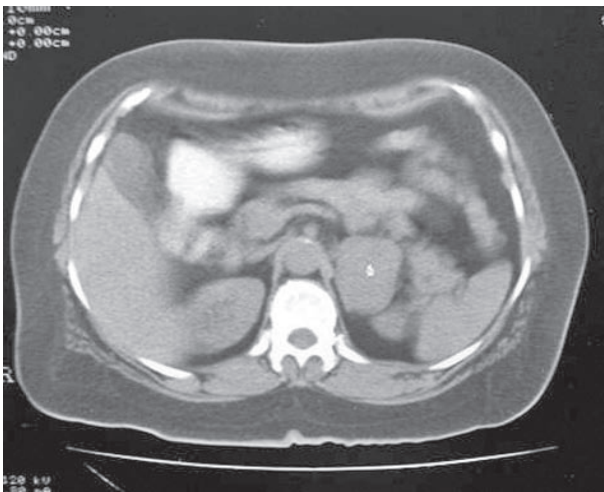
TAC simple y contrasta muestra de lesión dependiente de la suprarrenal izquierda, homogénea e hipercaptante de 3.6 x 5 cm.
